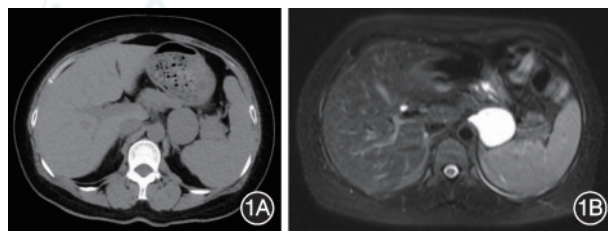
腹膜后支气管囊肿患者行影像学检查 1A: 腹部 CT 示左侧腹膜后类圆形软组织影; 1B: 腹部磁共振成像示腹膜后偏左侧类圆形等 T1 长 T2 信号, 边界清楚, 增强未见明显强化
